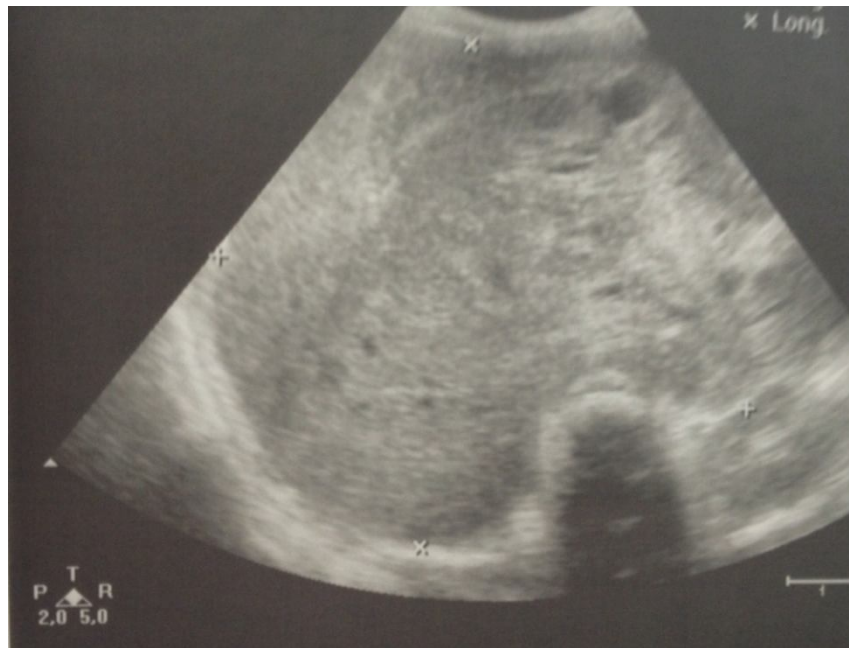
échographie montrant une volumineuse masse hétérogène bien limitée mesurant 15*10*19 évoquant une récurrence locale
